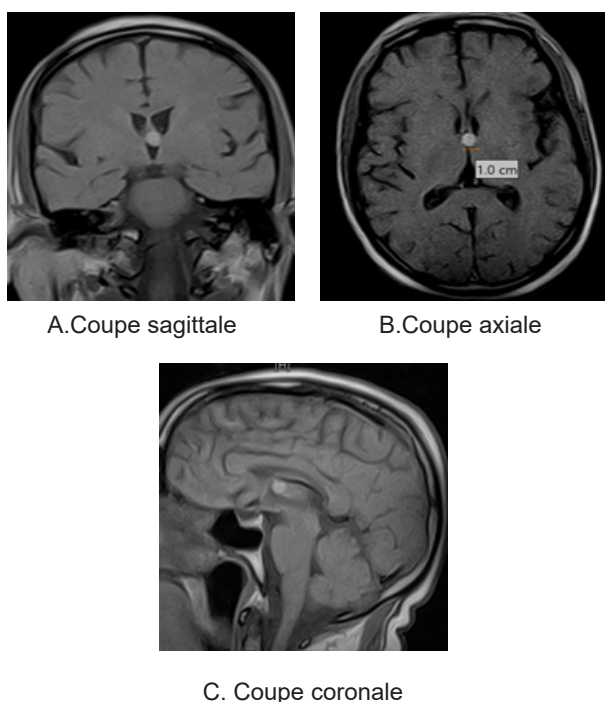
IRM cérébrale en séquence T1. Hypersignal centimétrique du septum pellucidum en rapport avec un hématome.
